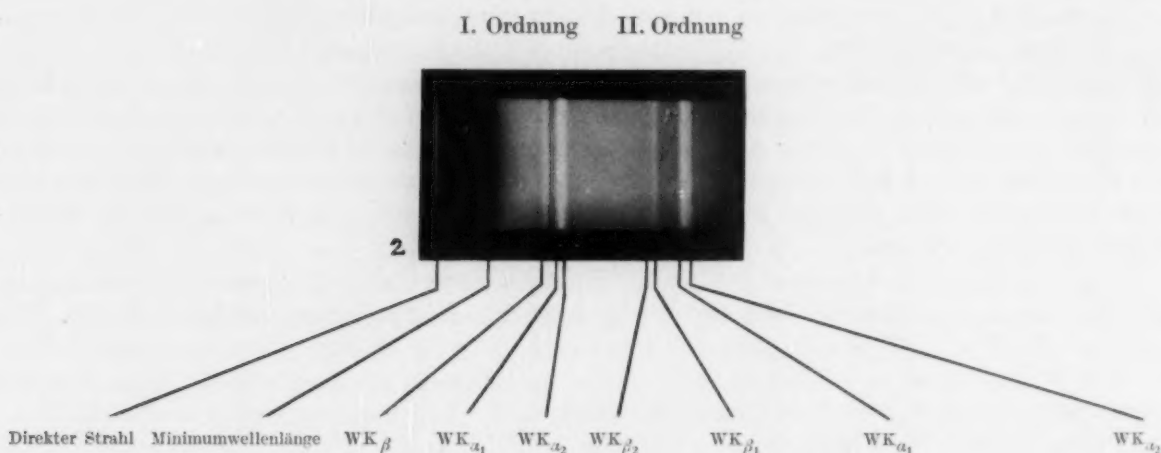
Röntgenspektrogramm einer Therapieröhre.
